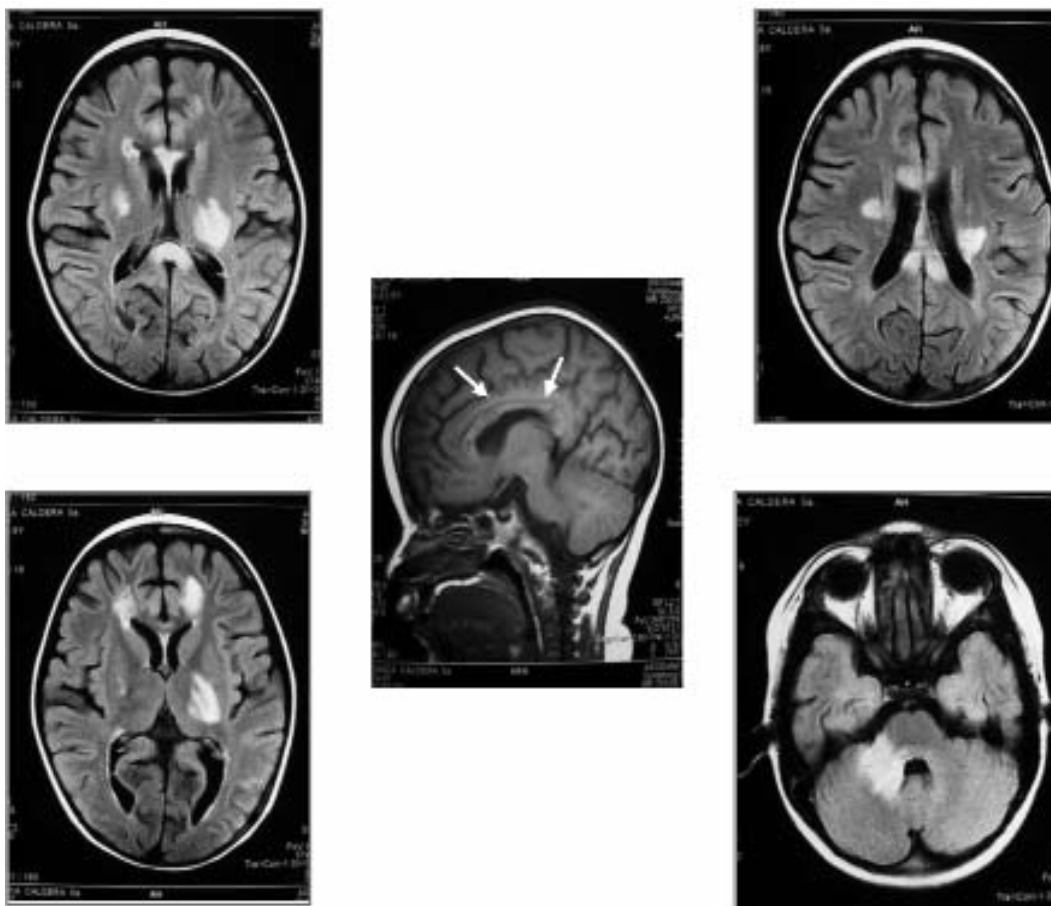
Escolar de 6 años con EMAD. RMN cerebral en T2 y FLAIR con lesiones supratentoriales e infratentoriales difusas, múltiples, asimétricas, periventriculares con compromiso de sustancia gris (tálamo izquierdo), mesencéfalo y cerebelo.
